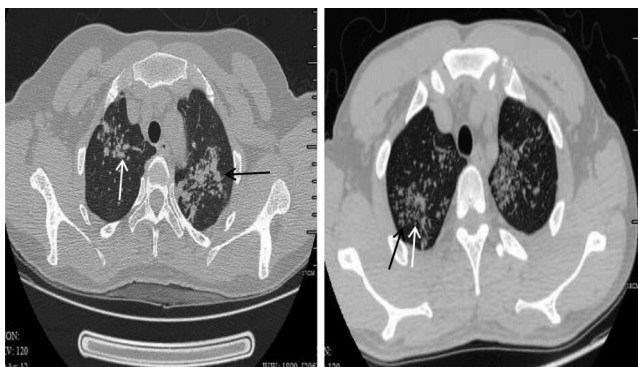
女,41 岁,发热咳嗽咳痰 5 d,CT 示右肺上叶尖段腺泡结节(白箭),左肺上叶尖后段小叶样实变影(黑箭) 图 2 男,31 岁,体检发现肺部病变 1 d,CT 示两肺上叶小叶中心结节(白箭)及树芽征(黑箭)
